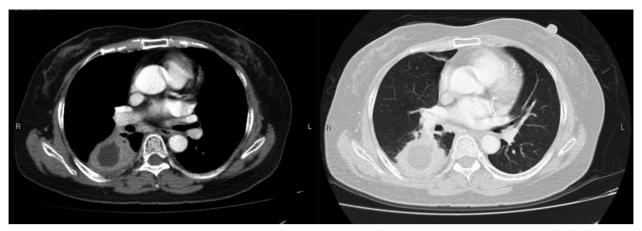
The chest CT demonstrated a 7.5X5.4cm mass lesion over RB6 with peripheral enhancement and well-defined border.
